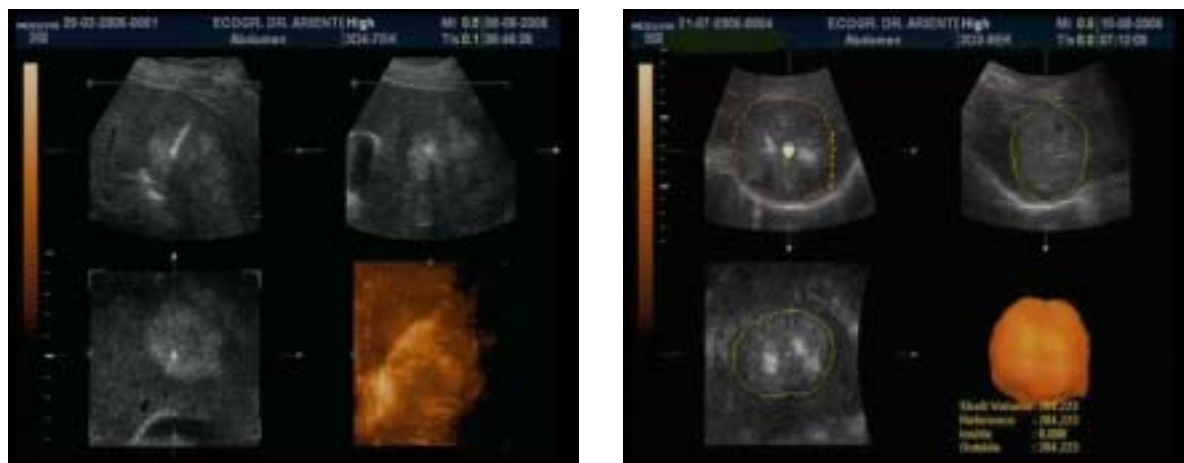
a, b). a) Monitoraggio ecografico in 3D in tempo reale di una Ablazione Laser (PLA) di epatocarcinoma: a sinistra si osserva, nelle 3 sezioni in 2D, il posizionamento di una delle fibre laser all'interno del nodulo di HCC, nella ricostruzione 3D (immagine in basso a destra), l'area iperecogena alla punta della fibra, espressione dell'inizio dell'effetto termoablativo; b) valutazione della PLA, subito al termine della manovra: misura dell'area di necrosi nelle tre sezioni
